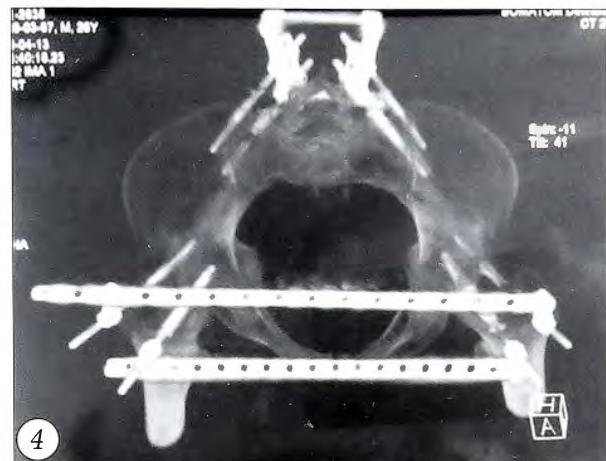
Результаты обследования больного С. 26 лет при поступлении. Рентгенограммы таза в прямой (а) и каудальной (б) проекции; в — компьютерная томограмма.
